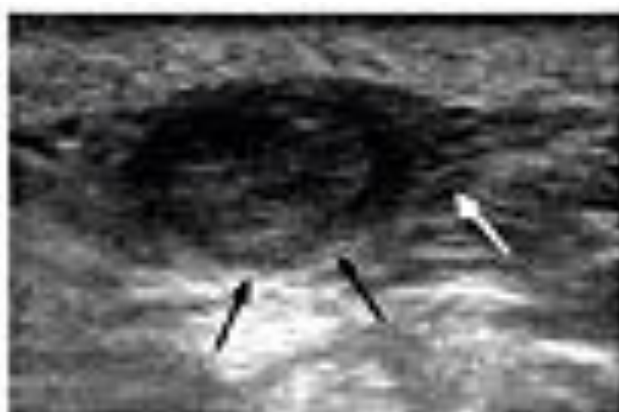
Coupe axiale à l'échographie montrant une masse adipeuse au niveau du poignet (flèches noires) comprimant la branche superficielle du nerf ulnaire (flèche blanche). (Service d'orthopédie, hôpital militaire de Bouchaoui 2014).
